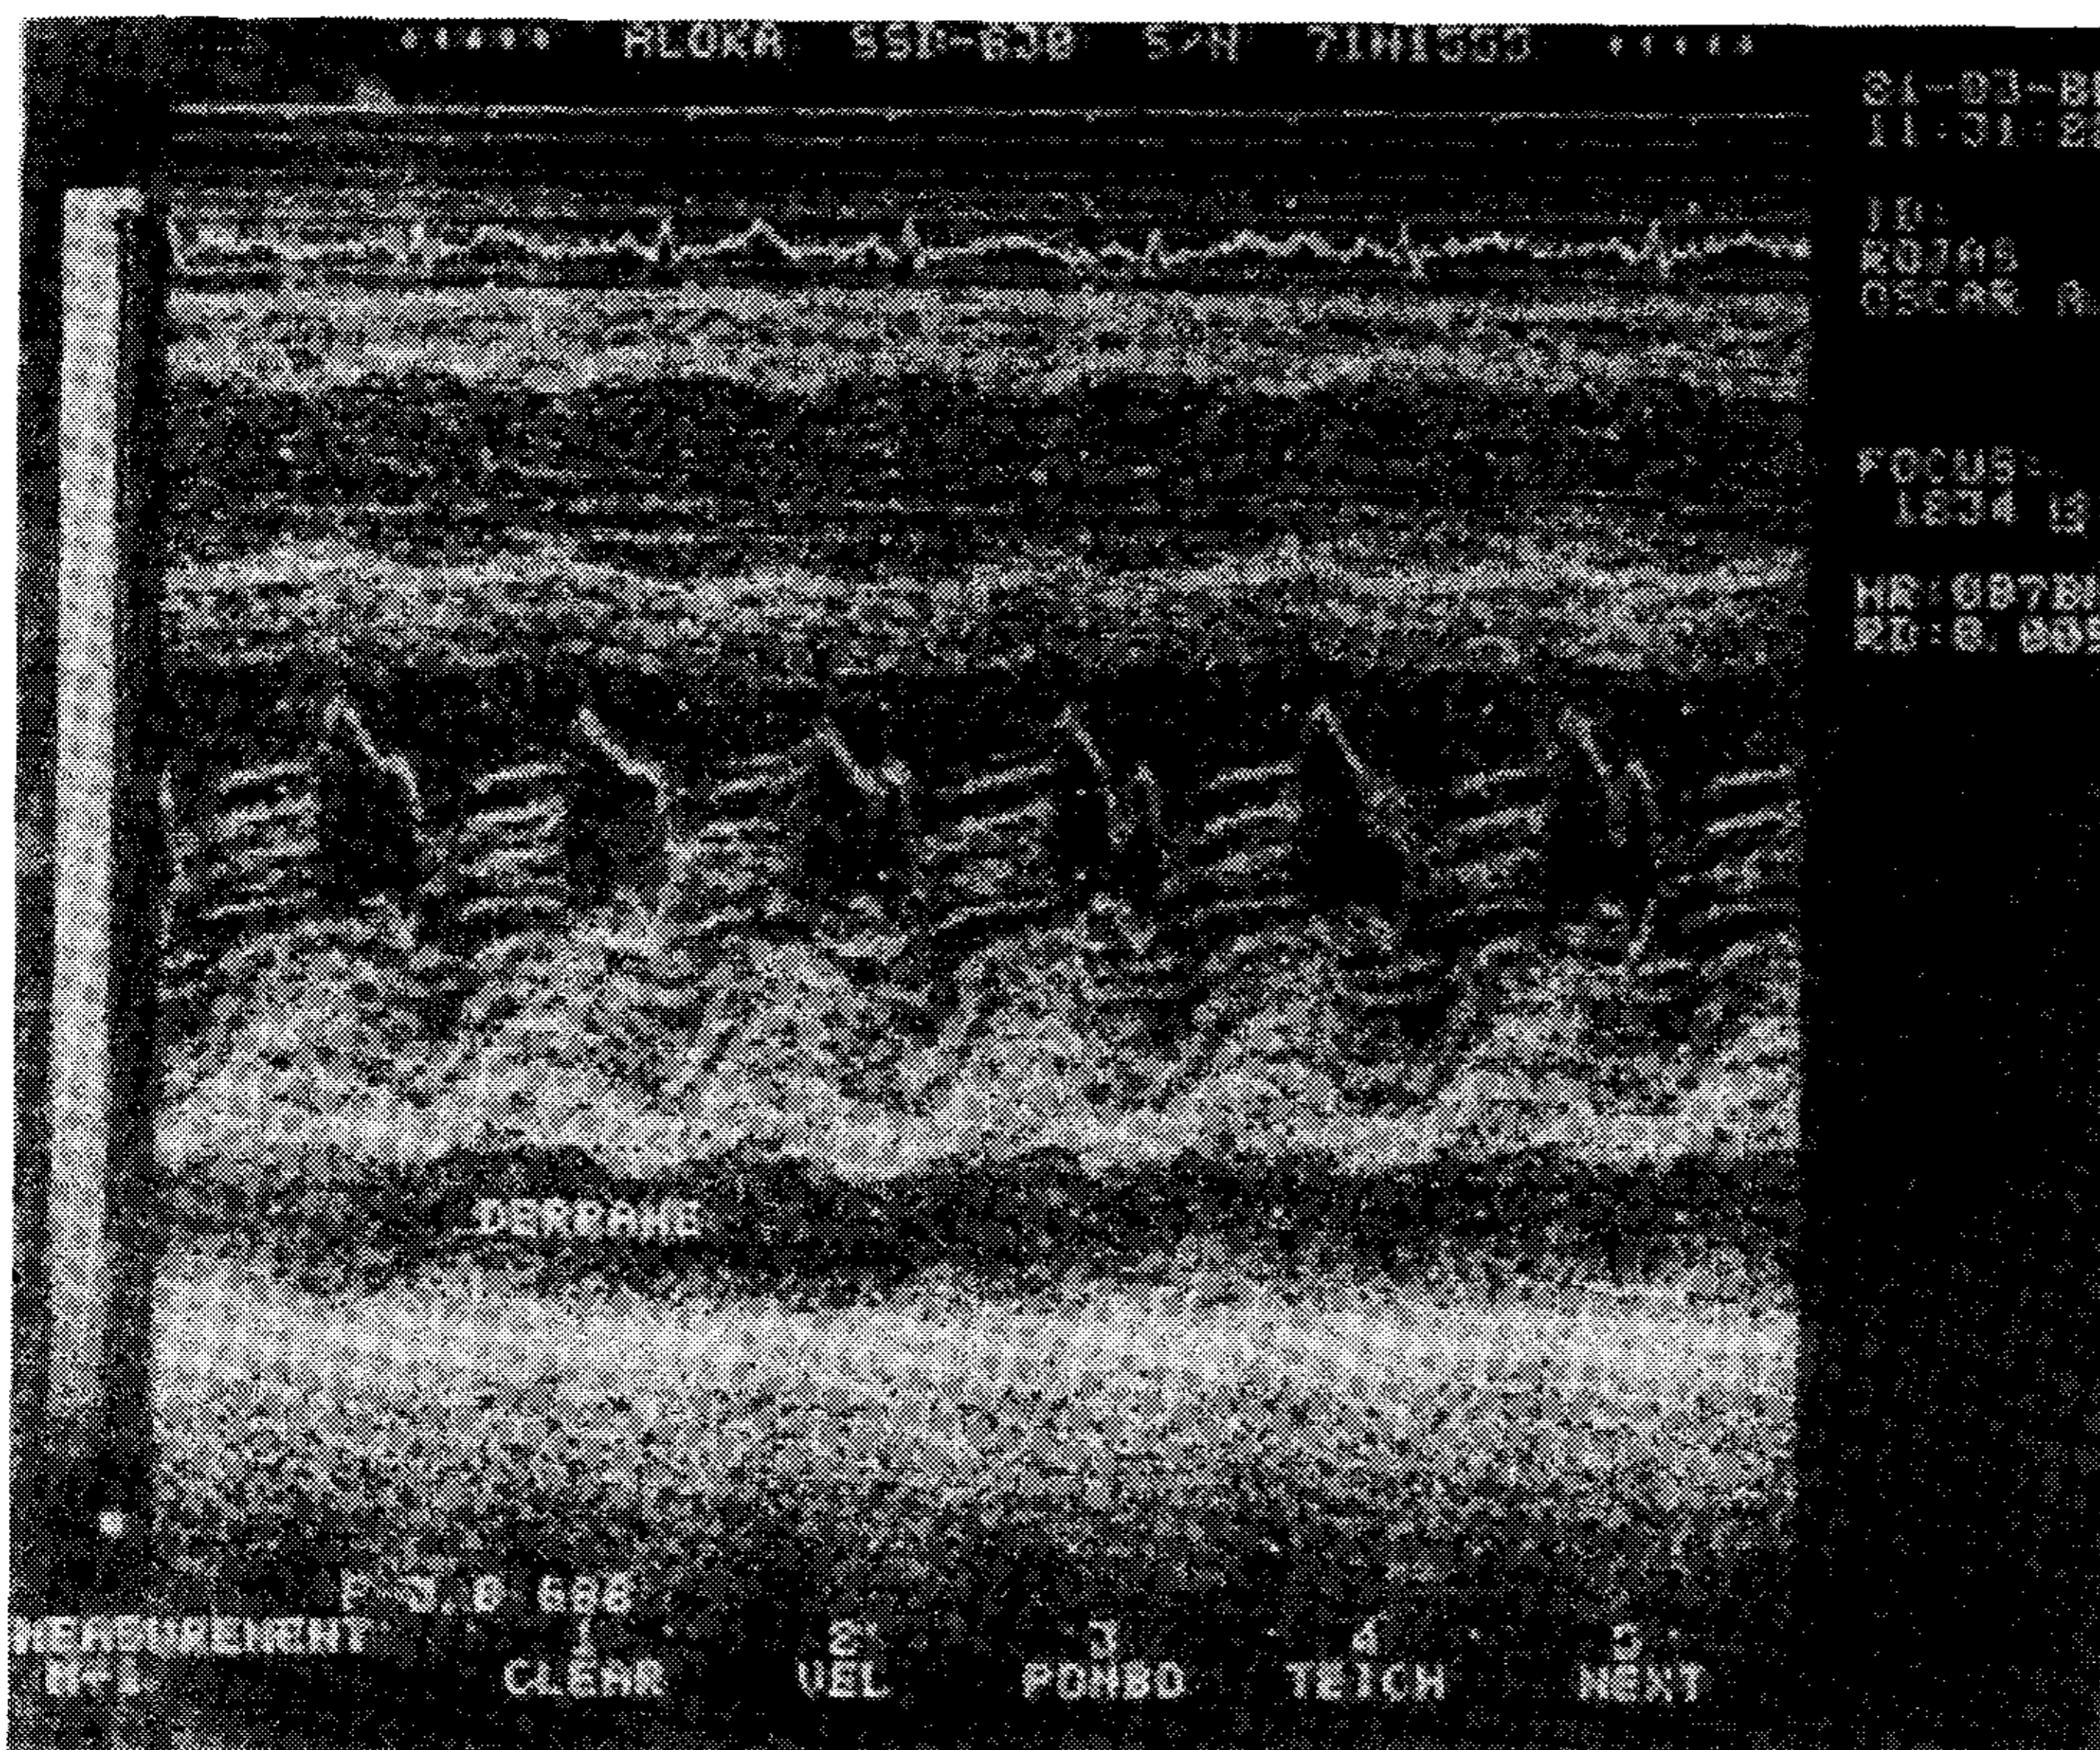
Ecocardiograma modo M, nivel 2. Se observa la aquinesia septal, ecograma mitral normal, distancia E-septum normal y derrame pericárdico.
